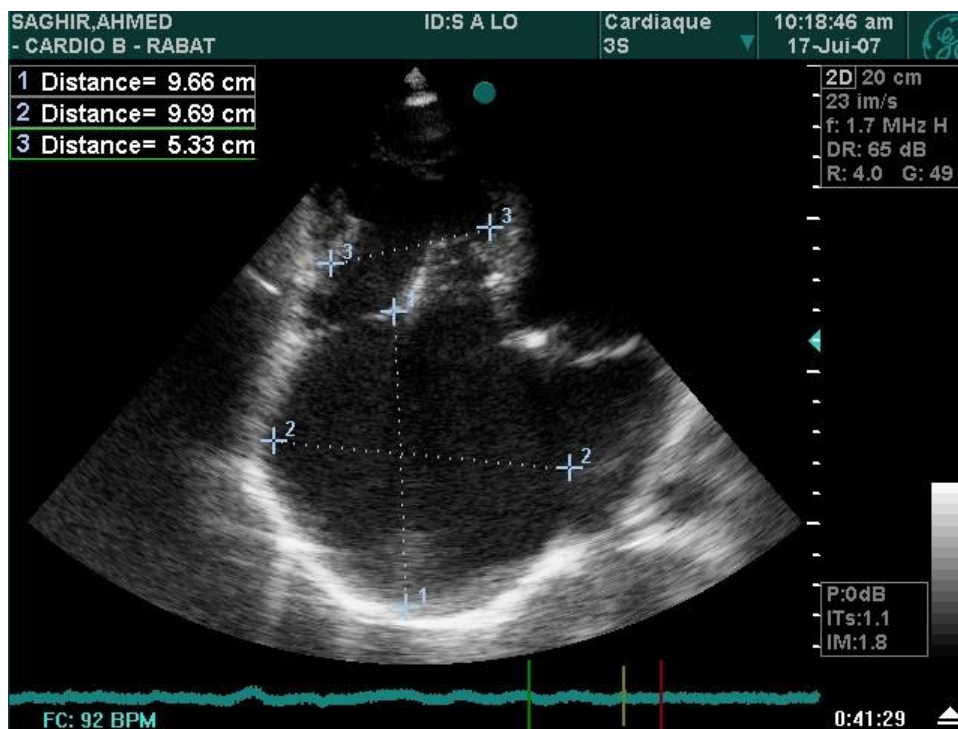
Image echocardiographique montrant une dilatation importante des cavités droites.
